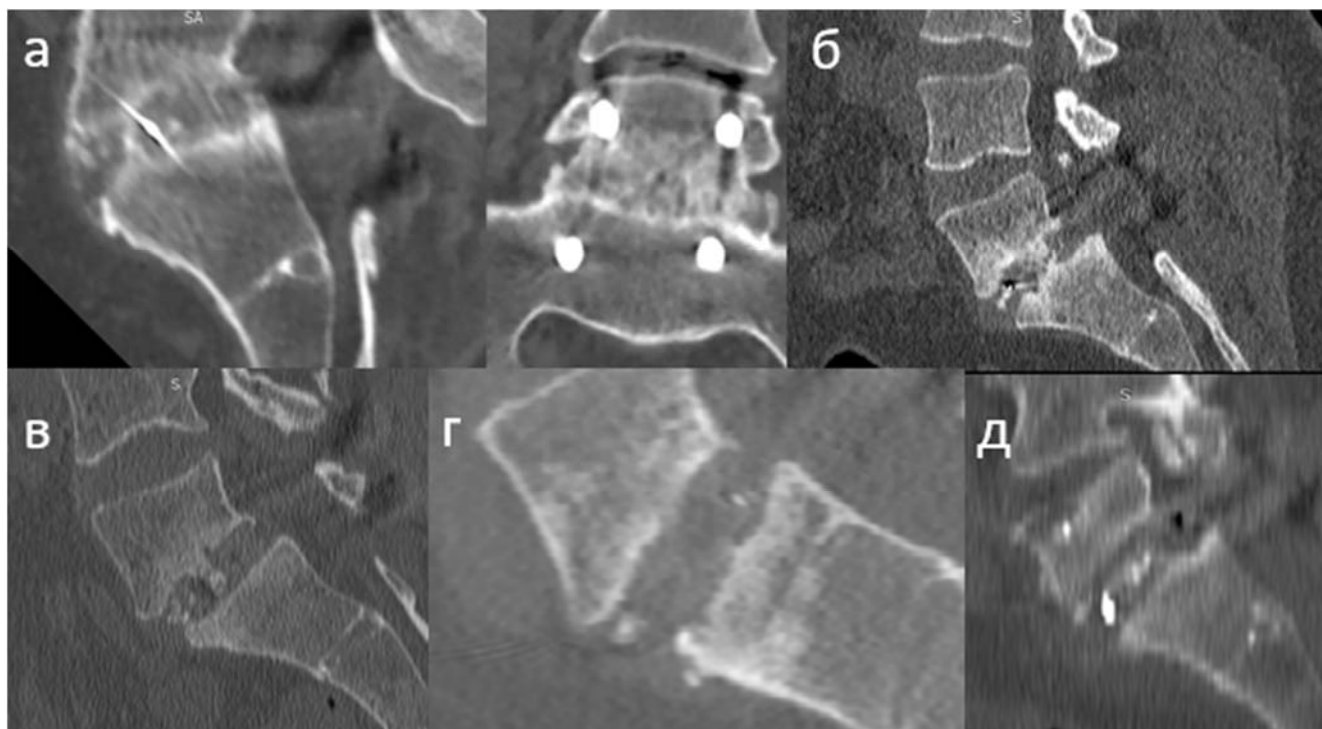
Степени формирования костного блока по результатам компьютерных томограмм: а – первая степень (А1), б – вторая степень (А2), в – третья степень (А3), г – четвертая степень (А4), д – пятая степень (А5)
